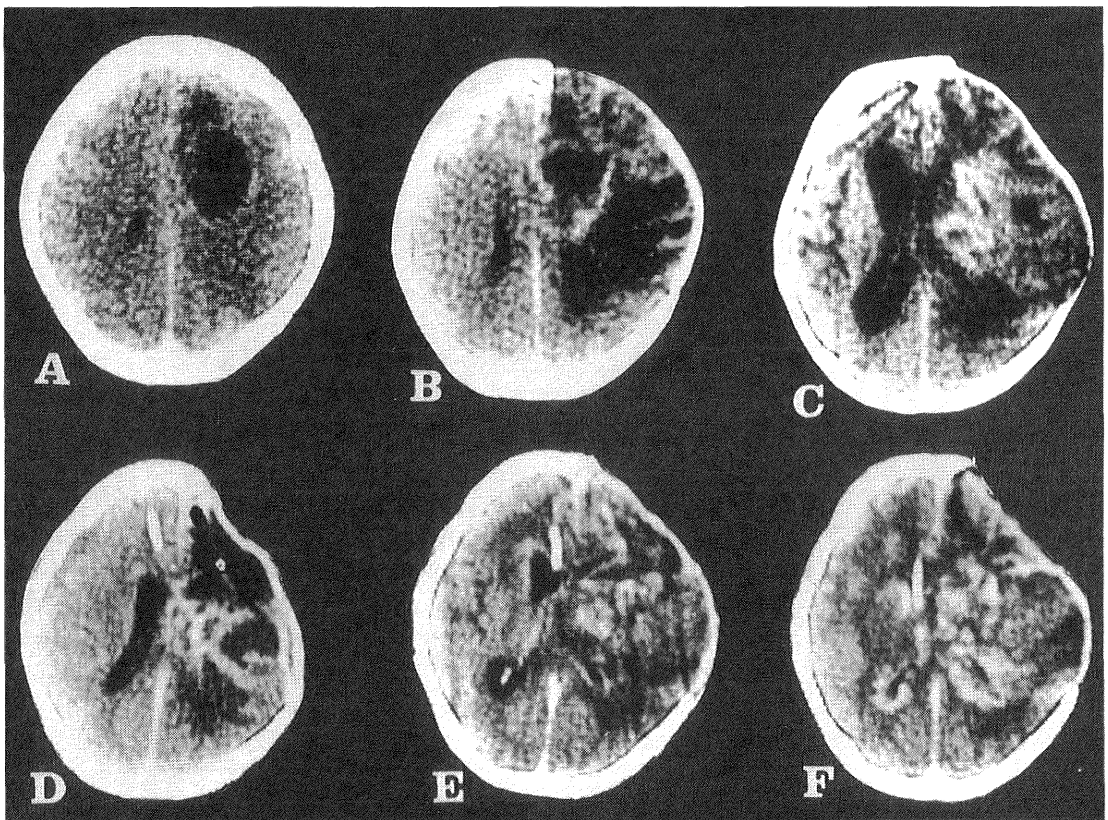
Serial CE-CT scans of a right frontal subcortical anaplastic glioma. A: Before treatment: The CE lesion is localized in the subcortical white matter. B: At the end of initial therapy. C: At the recurrence: The CE lesion extended to the ipsilateral periventricle. D: At 2.1 months after the re-operation of recurrent tumor. The CE lesion extends to the corpus callosum. E: At 3.1 months after the recurrence. The CE lesion extends to the contralateral periventricle. F: At 5.0 months after the recurrence. The CE lesion extends to almost the whole periventricles.
